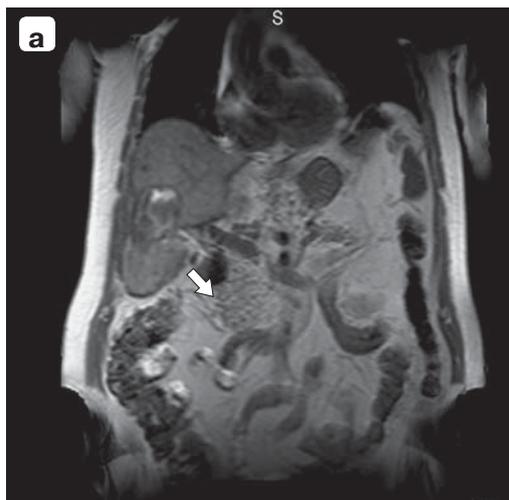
MRI scan. A tumor in the segment 5 of the liver (indicated by an arrow).
